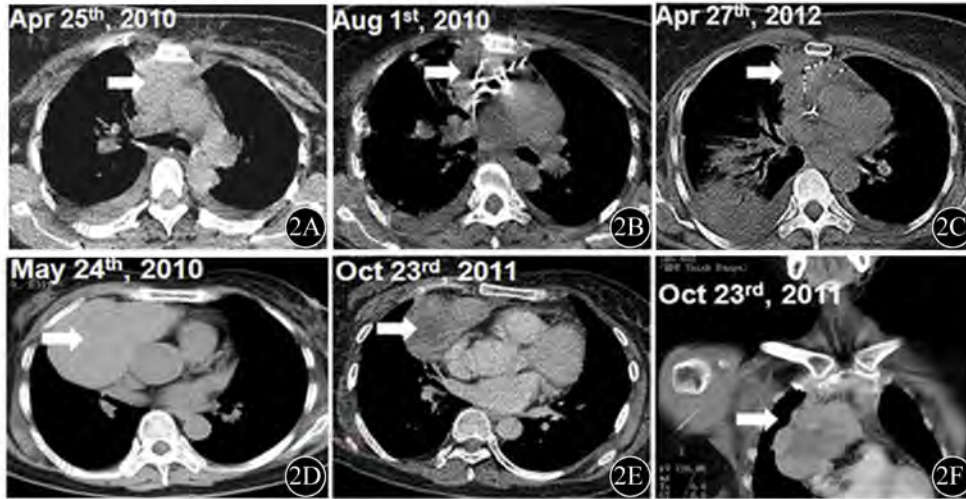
CT增强扫描示2例恶性胸腺瘤接受冷冻/联合碘粒子植入治疗术前术后瘤体改变。白色箭头所示为瘤体部位。2A~2C: 1例患者接受冷冻联合碘粒子植入术疗法, 分别为联合治疗前、联合治疗当时和联合治疗后24个月术部CT增强扫描图。2D~2F: 另1例患者接受冷冻术单一疗法, 分别为冷冻术前和冷冻术后第17个月CT增强扫描图
